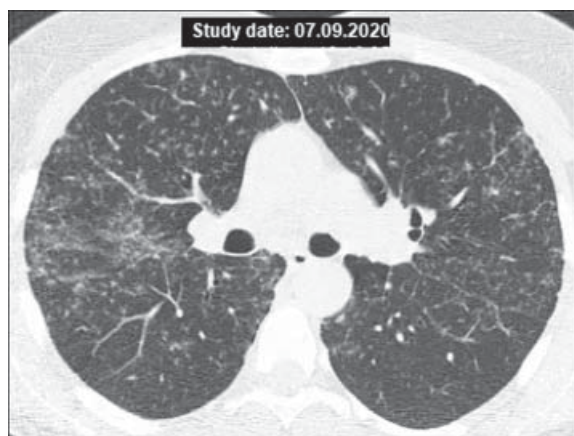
КТ ОГП пацієнтки К., 44 років, аксіальний зріз на рівні головних бронхів: помірна мікроевзуликова дисемінація з переважно перилімфатичним розподілом
